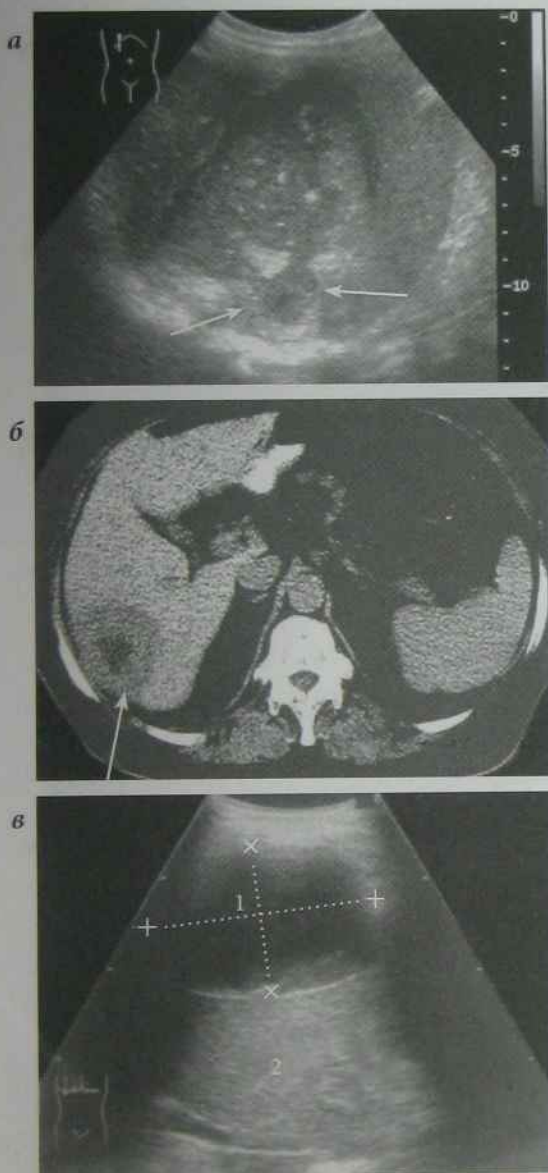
а) УЗД печінки, абсцес печінки (стрілки); б) КТ черевної порожнини, аксіальний зріз, абсцес печінки (стрілка); в) УЗД печінки, піддіафрагмальний абсцес (1 — піддіафрагмальний абсцес, 2 — печінка)
